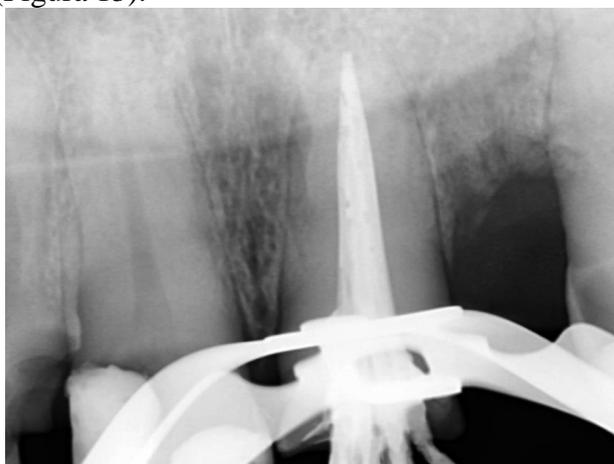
Radiografia de controle de qualidade.
